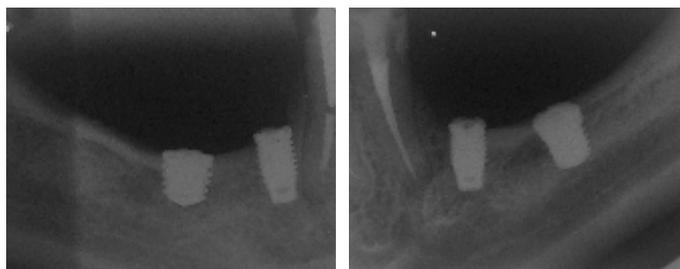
Radiografias com os implantes instalados
